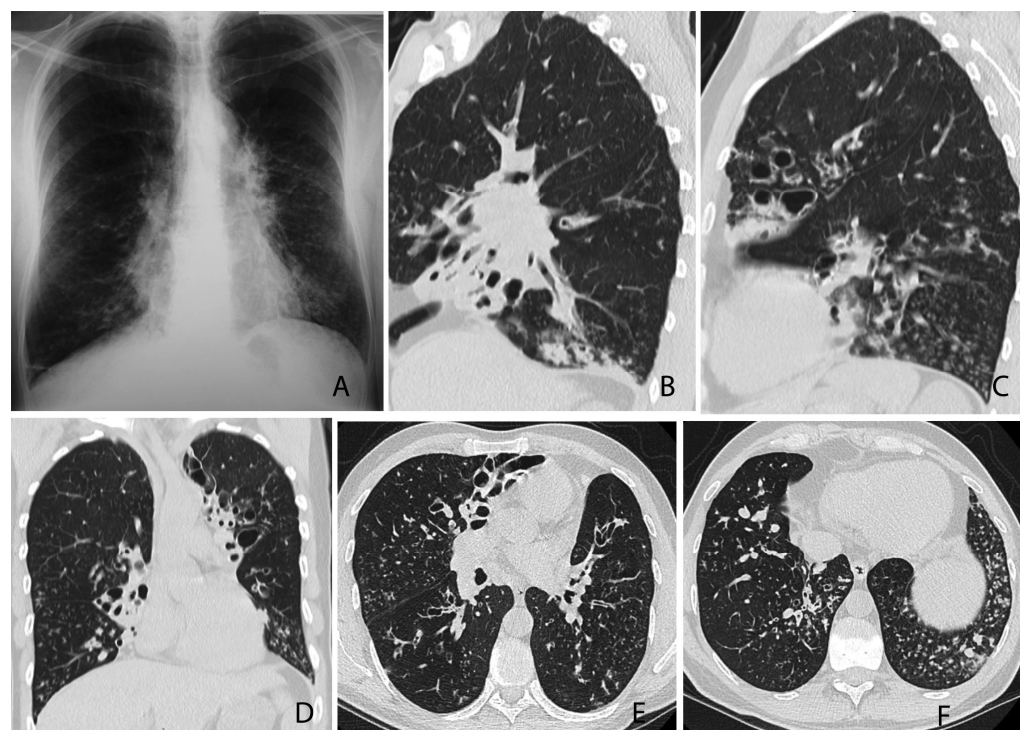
A – radiografia toracelui, incidență posteroanterioară, a unui pacient de 50 de ani (cu infecții frecvente din copilărie: sinuzite, otite, pneumonii) atestă semne ale sindromului de hiperinflație pulmonară, noduli răspândiți difuz și semne de bronșiectazii în câmpurile pulmonare bilateral, mai severe în lobi inferiori și medii pe dreapta, cu semne de atelectazie a lobului mediu.
